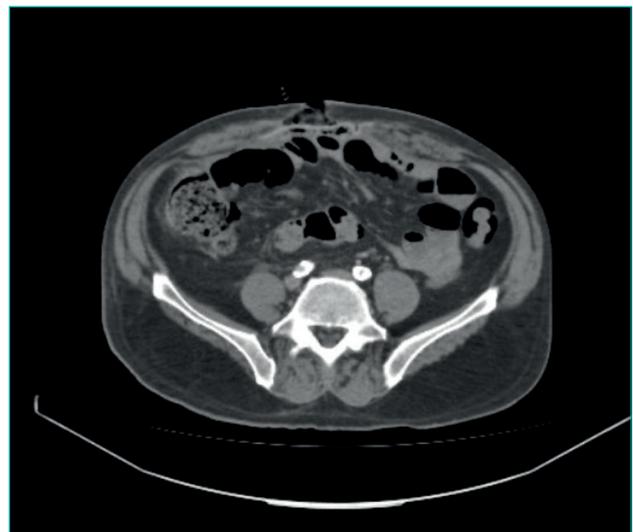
TAC. Se aprecia el contacto de la prótesis con las asas intestinales y burbujas aéreas en la pared abdominal anterior sugestivas de fistula por migración al intestino delgado.
